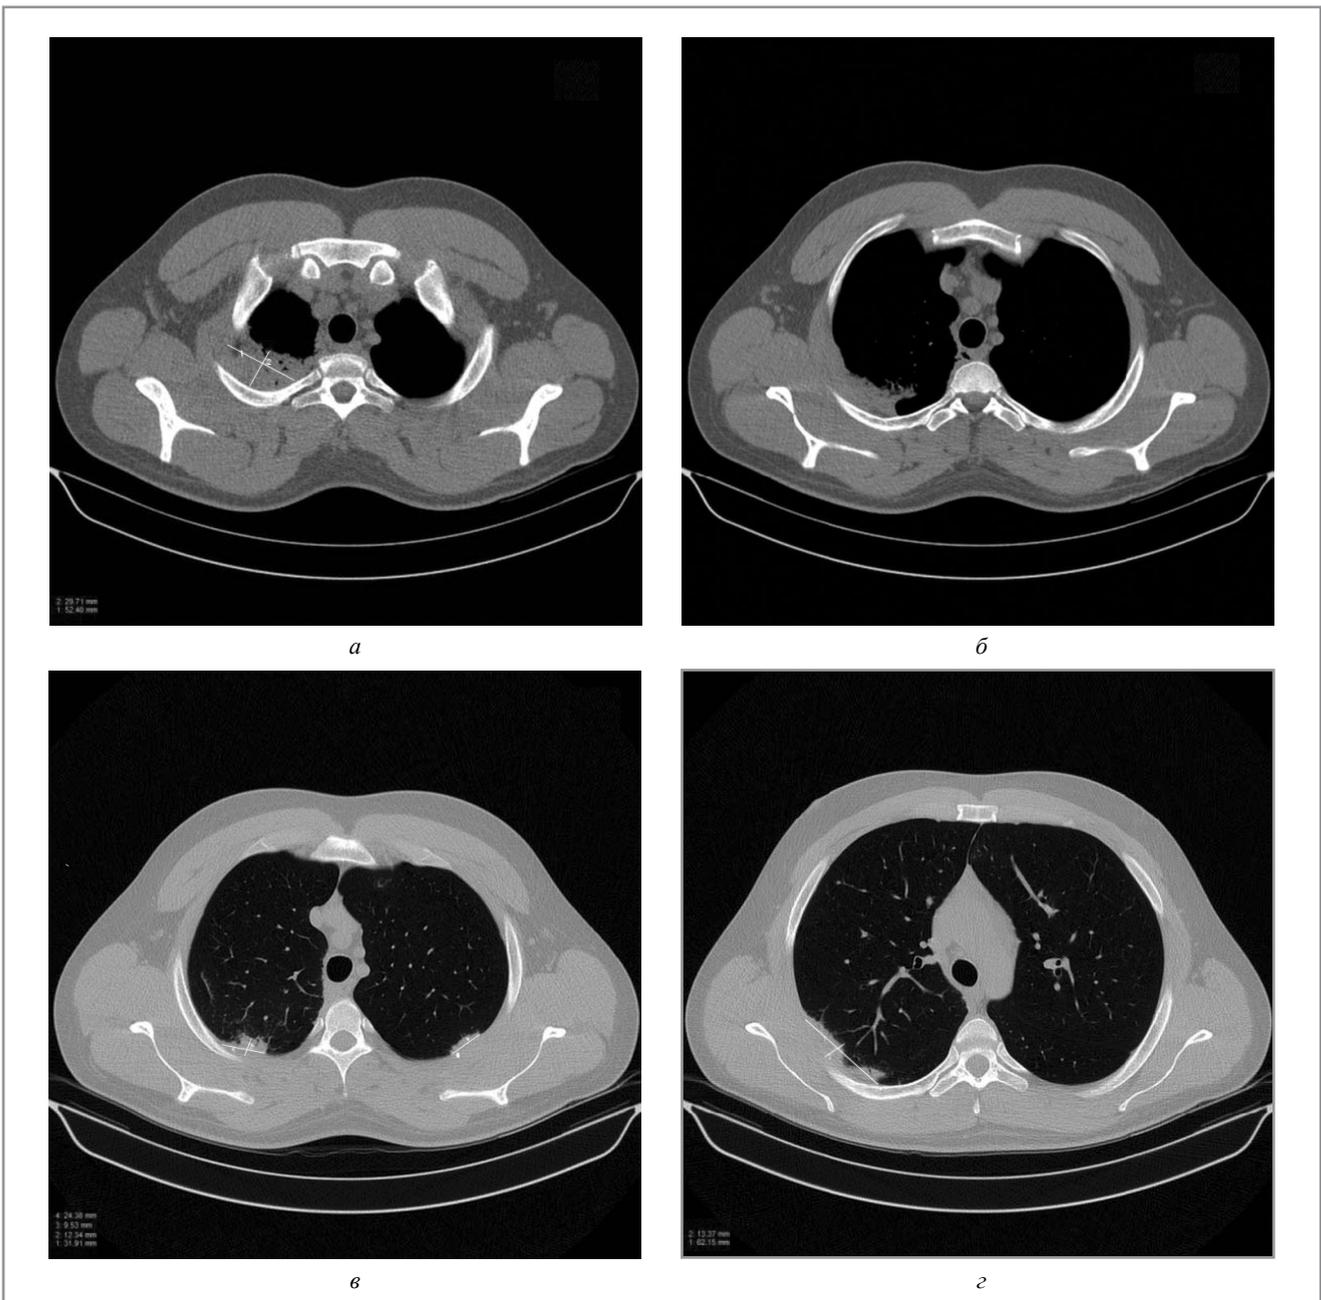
Результаты МСКТ органов грудной клетки пациента С. при поступлении в отделение: а – срез легких (887 мм), с очагом верхней доли размером 29×52 мм; б – срез на уровне 902 мм; в – на уровне 911 мм; г – на уровне 948 мм.
